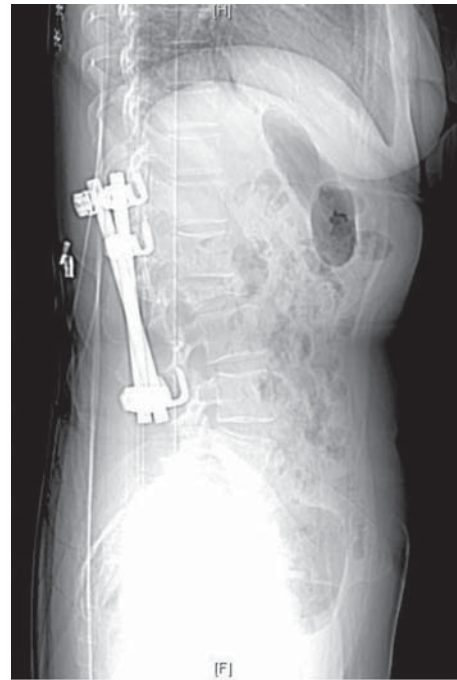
RMN Rahisinteză dorsoventrală sistem CDI – T12- L3-4
